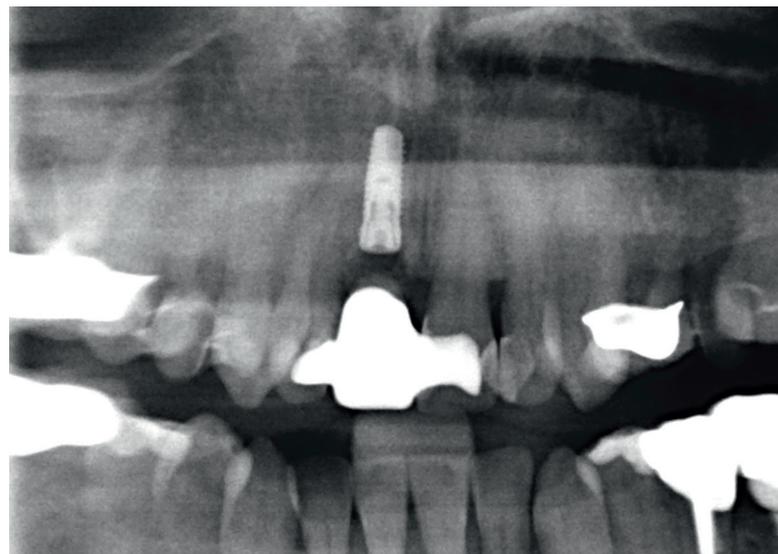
Röntgenkontrolle nach erfolgter chirurgischer Sitzung.
